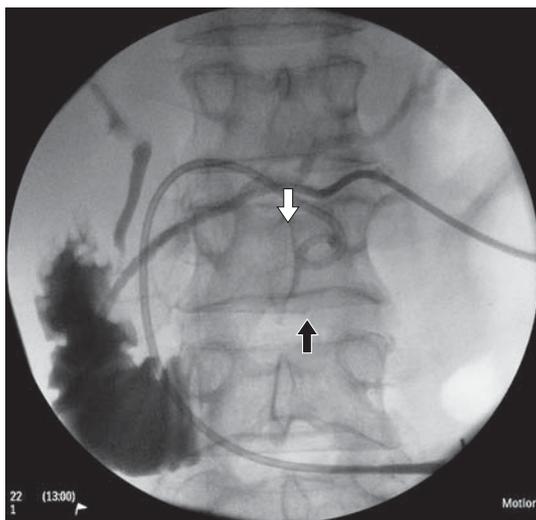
Рентгенограмма. Наружновнутреннее дренирование ППЖ для декомпрессии при панкреатической гипертензии. Белой стрелкой указан наружновнутренний дренаж ППЖ, черной стрелкой – дренаж в полости постнекротической кисты ПЖ.
